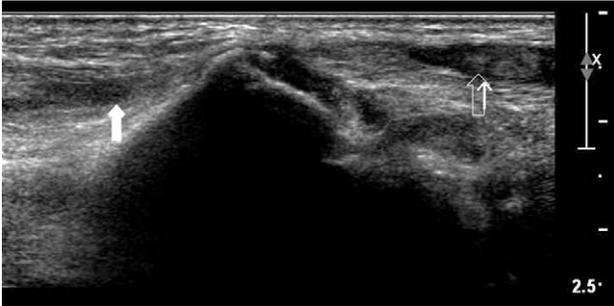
Ultrasonography of longitudinal axis view show the distal (solid arrow) and proximal (empty arrow) remnant of the EPL tendon and gap.
